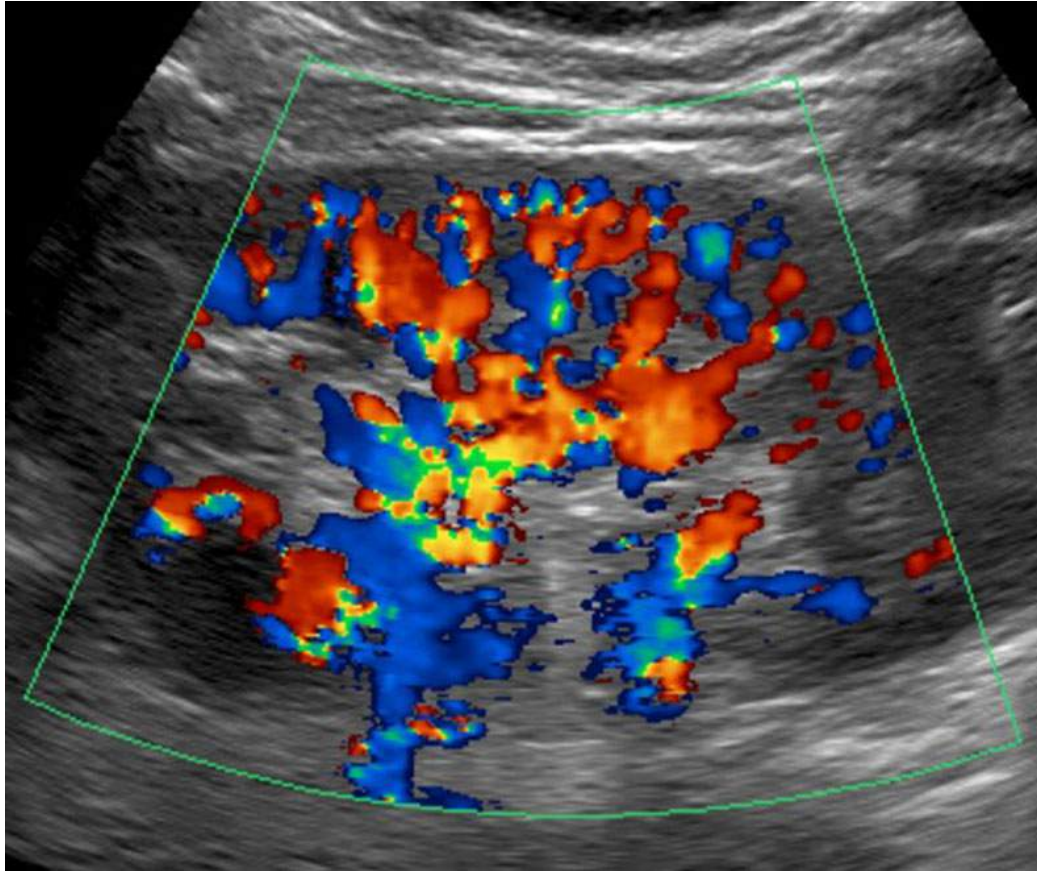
Doppler couleur rénal normal.
